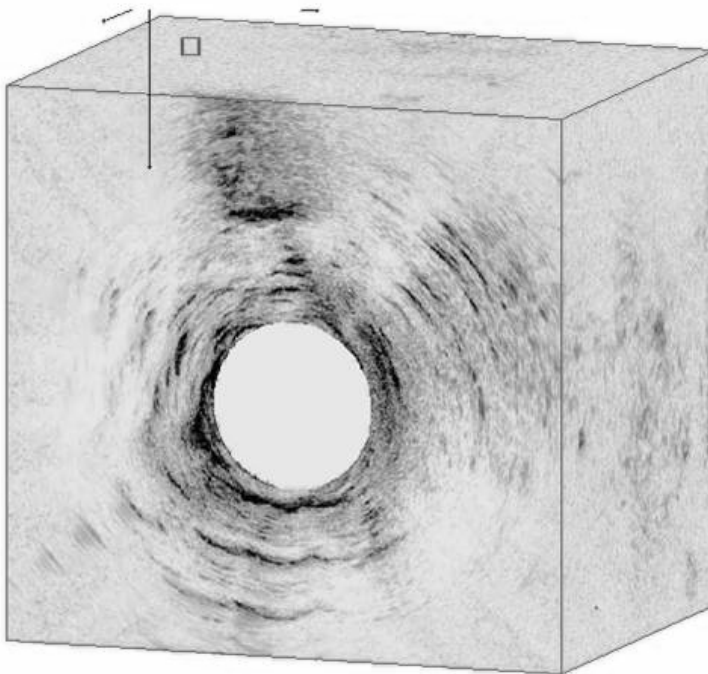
Imagem de Ultrassonografia endoanal em 3D.
